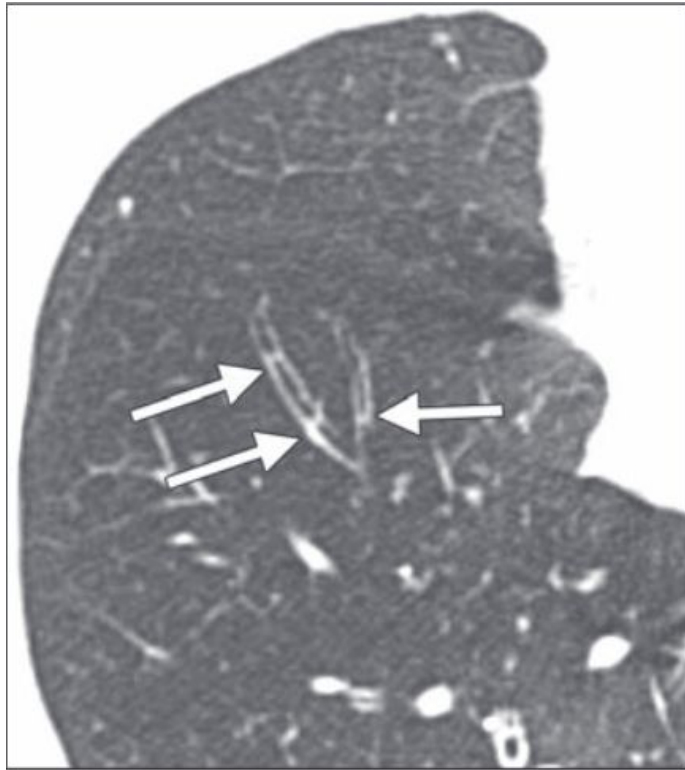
Paciente de 56 años con diagnóstico de DIPNECH que presentaba tos crónica y diagnóstico clínico de asma durante más de 20 años antes del diagnóstico de DIPNECH. Imagen de TC con atenuación en mosaico regional y engrosamiento nodular difuso de la pared bronquial. Imagen obtenida de la literatura. Fuente: Little, B. P. AJR. American journal of roentgenology. 2020.*
